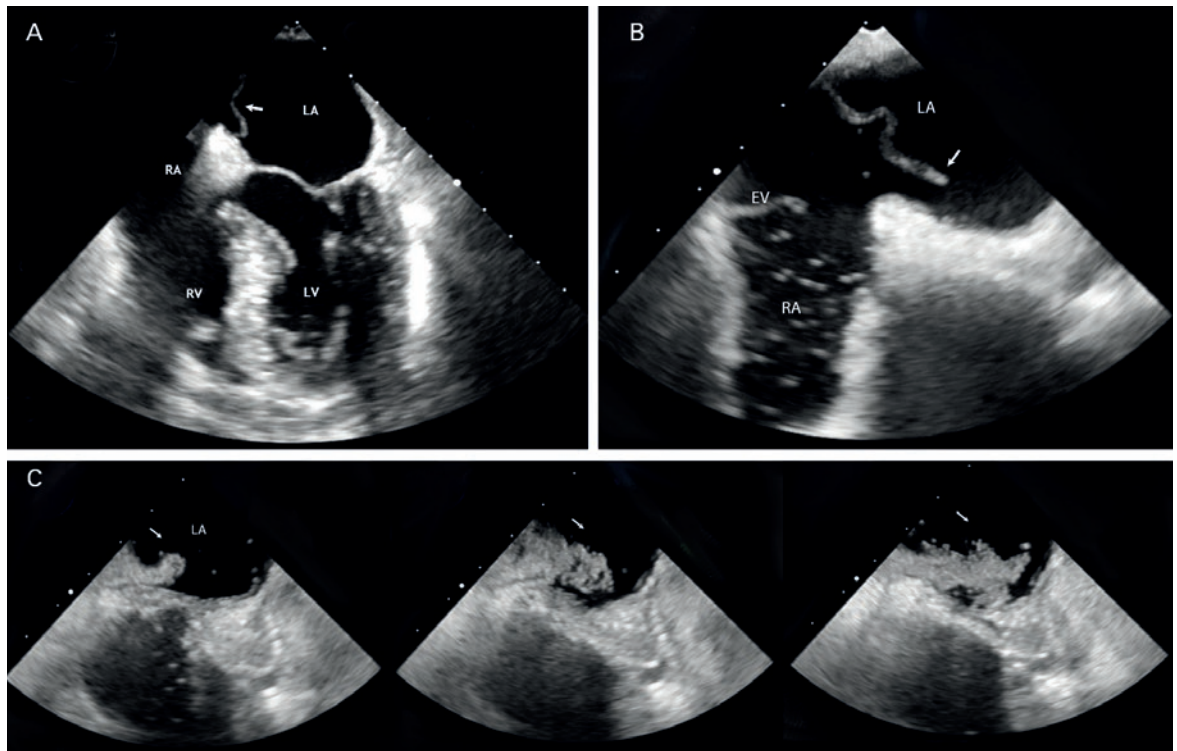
A) Transoesophageale Echokardiographie (TEE) 4-Kammer-Blick 42°: grosses Vorhofseptumaneurysma (Pfeil). B) TEE 70°: Vorhofseptumaneurysma mit Gewebedehiszenz (Pfeil), frei bewegliche Membrane, jedoch mit Verbindung anterior. C) TEE mit Bubble-Test-70°: Sequentielle Bilder mit Hinweis auf Shunt mittels Echoktrast (Pfeil) unter adäquatem Valsalvamanöver nachweisbar im Sinne von PFO Grad III.
